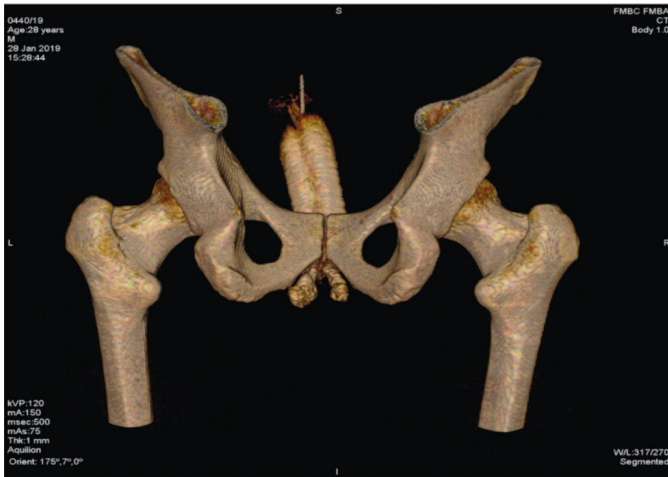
Интактная МСКТ-картина у пациента с отсутствием ВЭД
